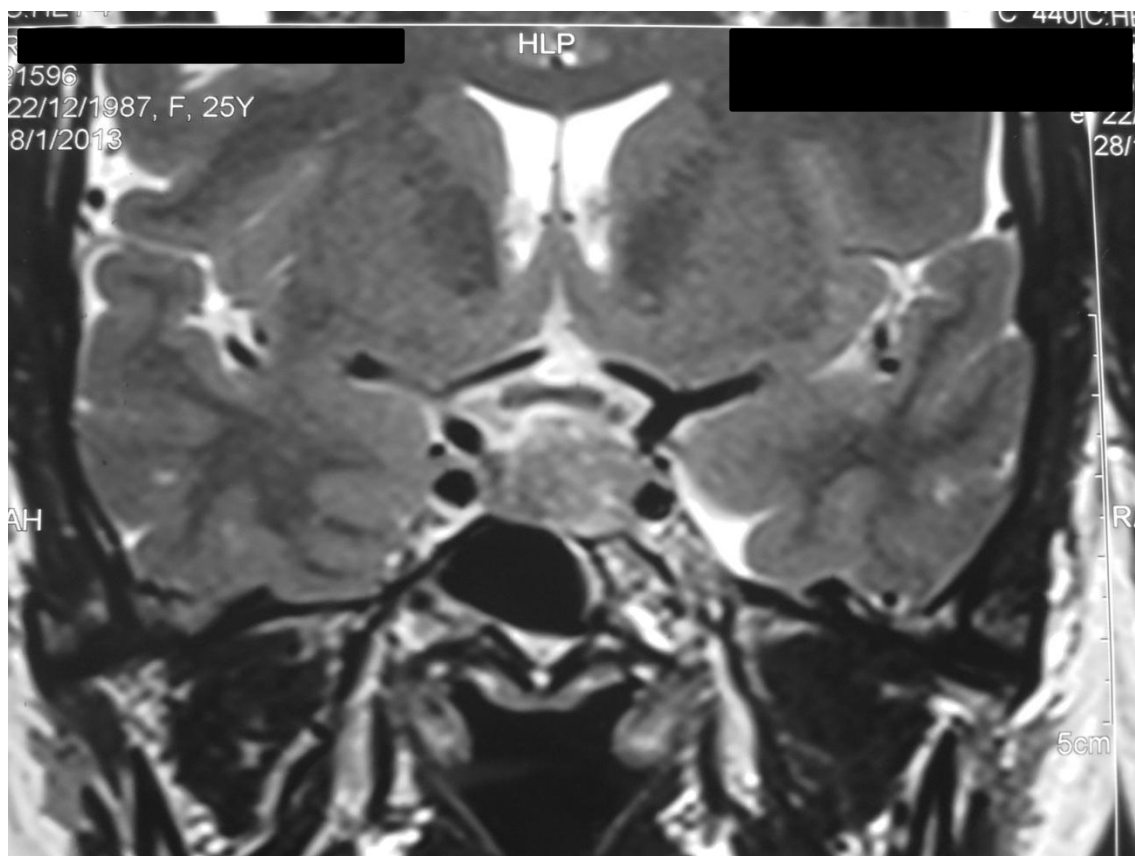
Ressonância magnética de sela turca em T2, coronal, realizada aos 33 meses após o início do tratamento com a cabergolina, mostrando o adenoma hipofisário comprimindo o quiasma óptico e com íntima relação com a carótida esquerda.
